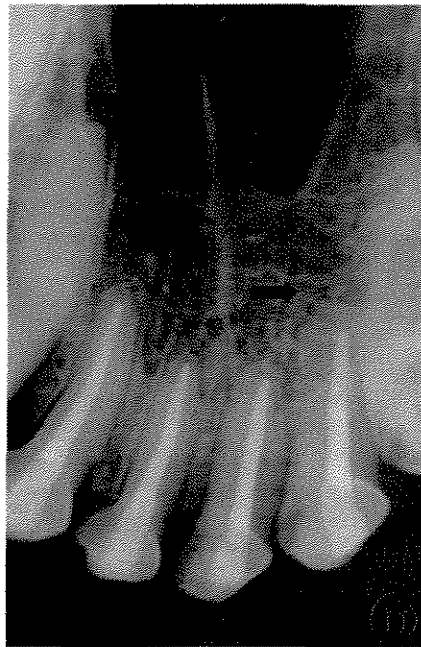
Radiografia periapical dos incisivos superiores mostrando a figura anterior, do grupo 30 dias (Sealapex), na raiz do incisivo lateral superior esquerdo 2 (seta), observando ao redor do periápice área sugestiva de normalidade periapical.
